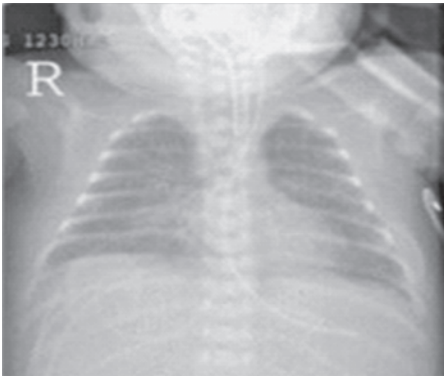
Radiografía de tórax antero posterior. Displasia broncopulmonar nueva. Se visualiza en ambos campos pulmonar discreta opacidad.
